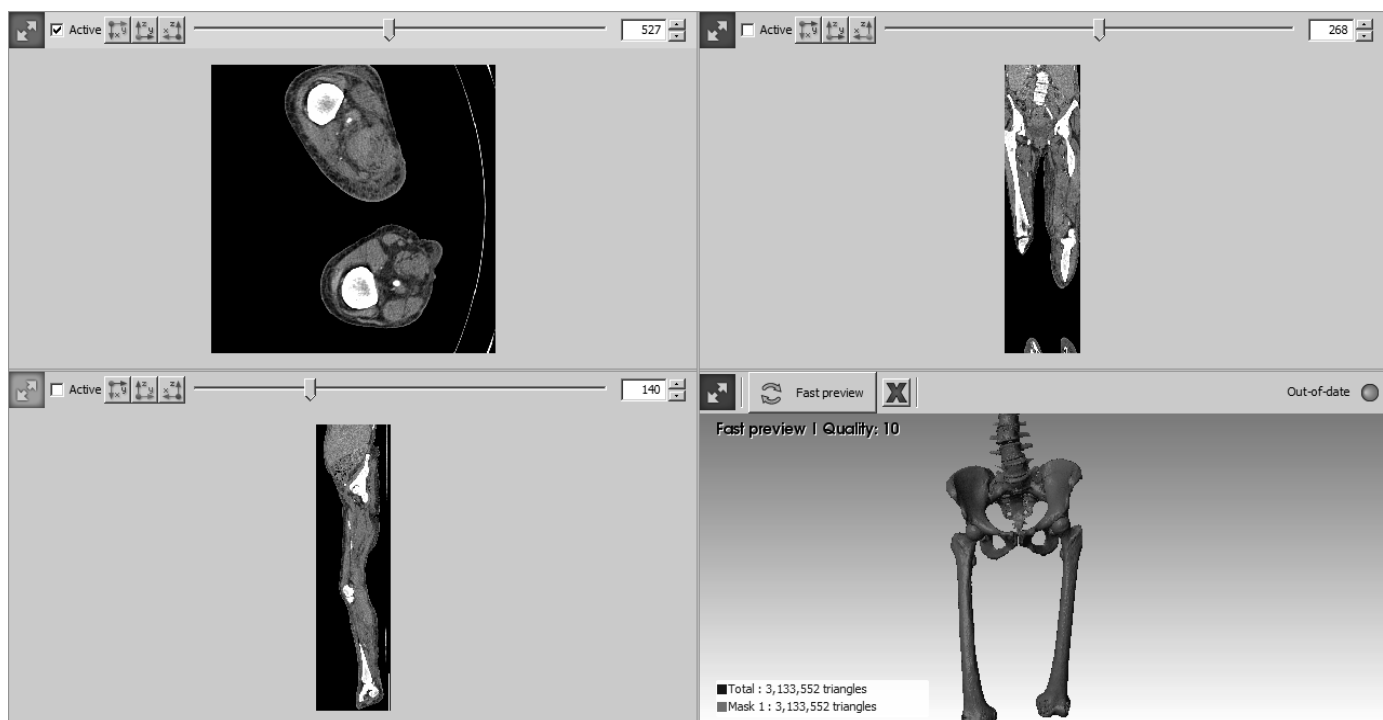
Імпорт файлів томографічних досліджень в програмне середовище ScanIP
